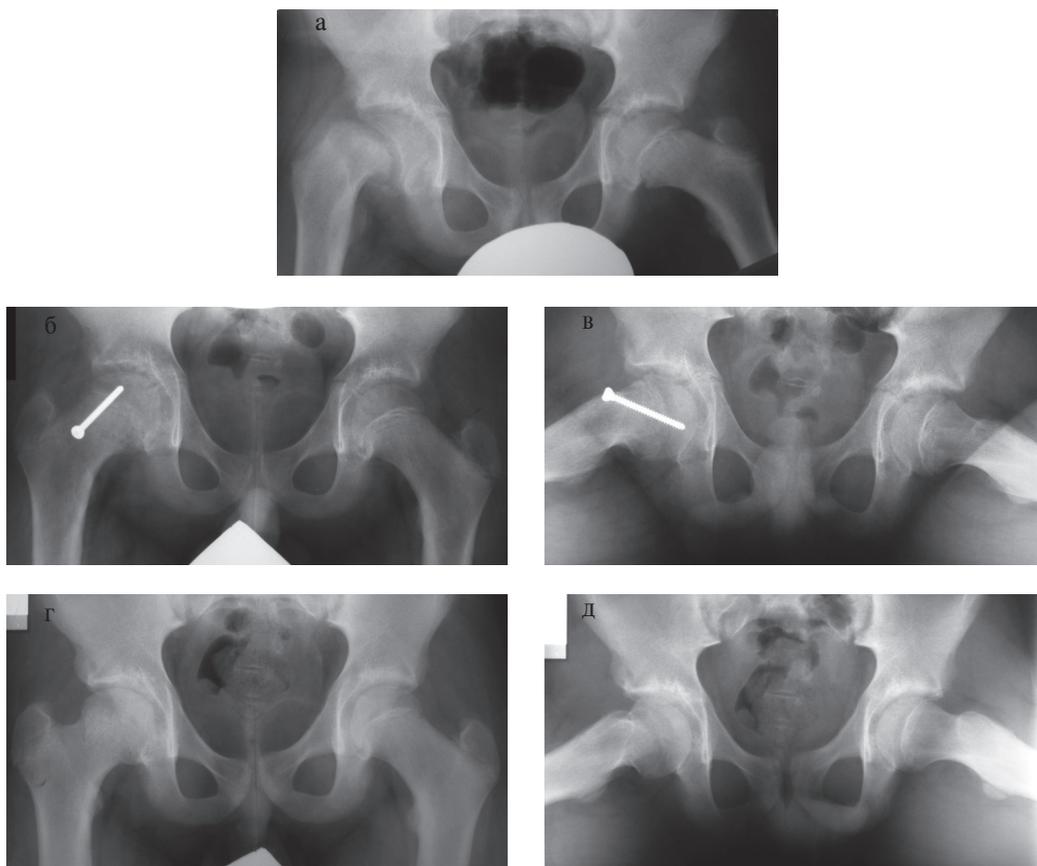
Рентгенограммы пациента с тяжёлой нестабильной формой юношеского эпифизеолиза головки правой бедренной кости, пролеченного по разработанному способу: а – рентгенограмма таза в задней проекции до операции; б, в – рентгенограммы таза в двух проекциях через 3 мес после операции; г, д – рентгенограммы таза в двух проекциях через 3 года после операции (результат хороший).
